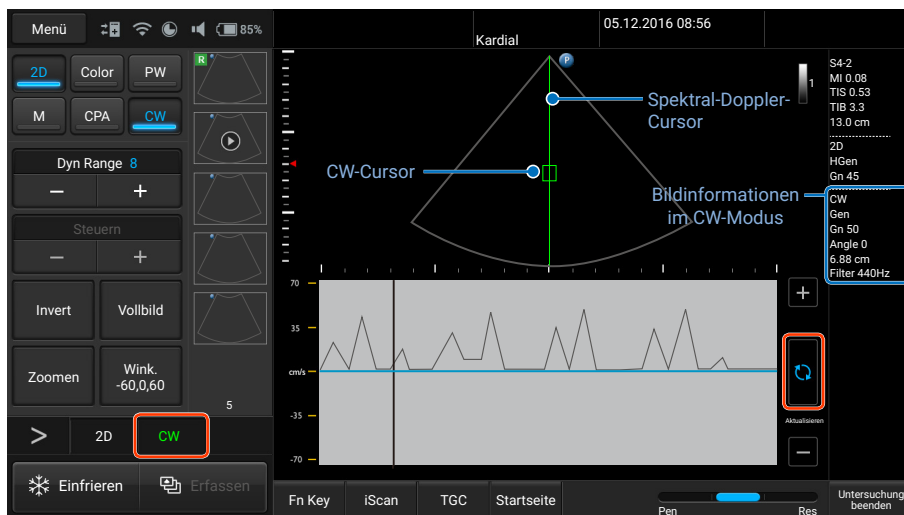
Echtzeit-Scan im CW-Doppler-Modus
